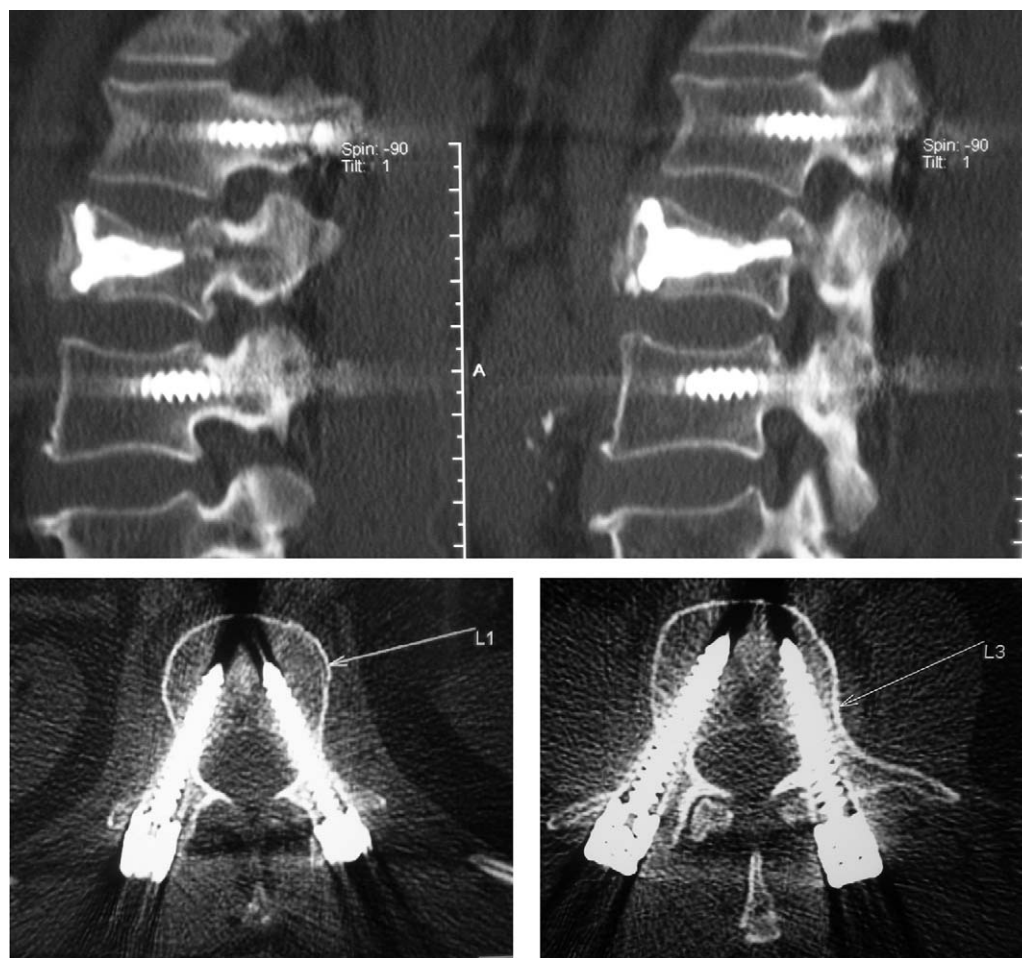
Coupes TDM postopératoires.
